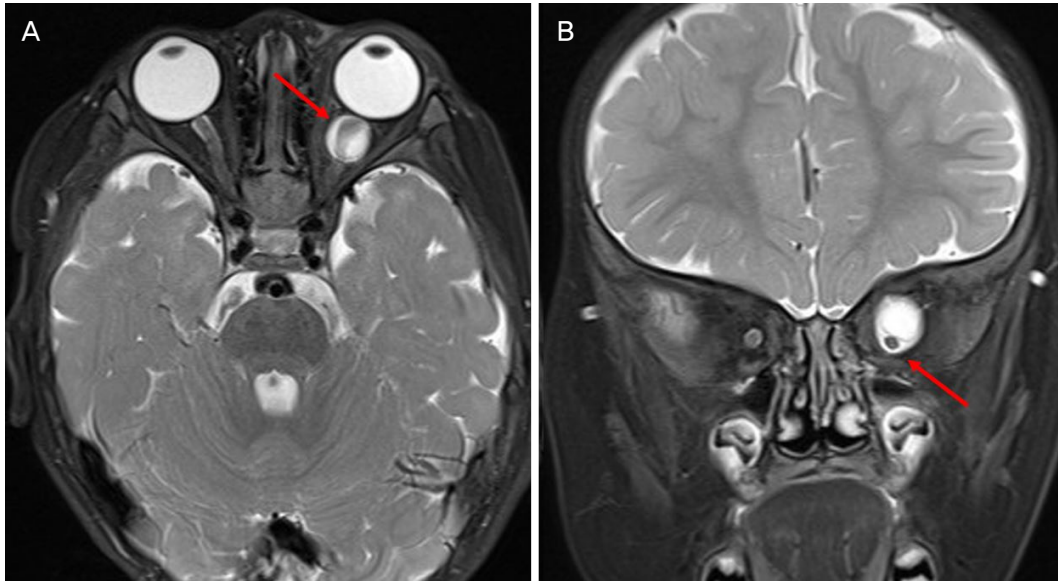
Postoperative 2-day magnetic resonance imaging (MRI) scan. Optic nerve sheath meningocele was decreased in size on axial (A) and coronal (B) T2 fat-suppressed images, measuring 11.7 × 10.9 mm. Left optic nerve shadow is better visualized (arrows) than in preoperative MRI.
